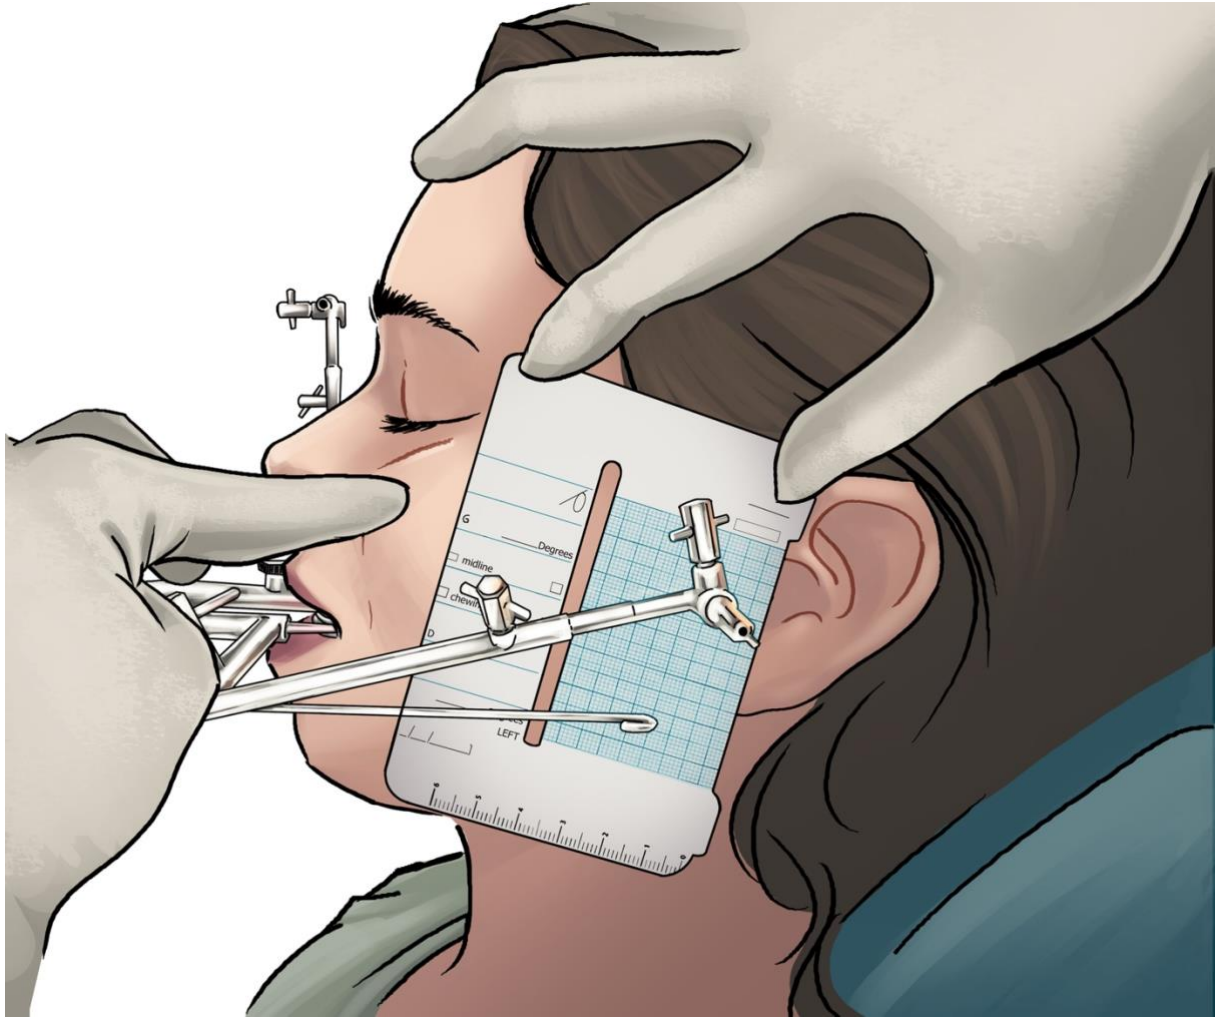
Registro de las TC. Con el axiógrafo posicionado, se palpa el punto infraorbitario para determinar la correcta posición de la tarjeta e iniciar los registros de la TC izquierda (Figura de elaboración propia).
